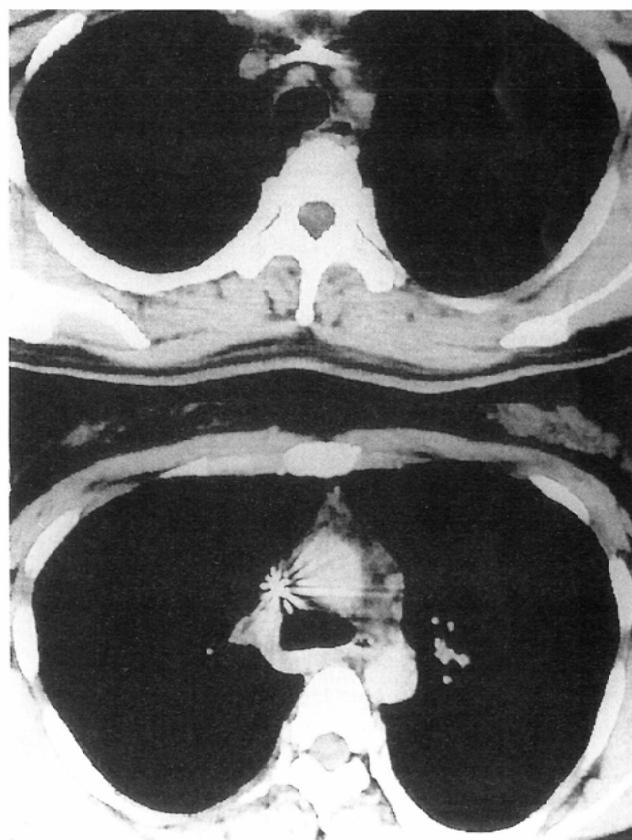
The upper slice of CT image shows that the leads are in the brachiocephalic vein. Any dilatation isn't seen in the visible veins on this slice. The lower slice of CT image shows that the leads in SVC has metallic artifact. Large azygos vein and mediastinal small veins may be collateral channels from the neck and face.
